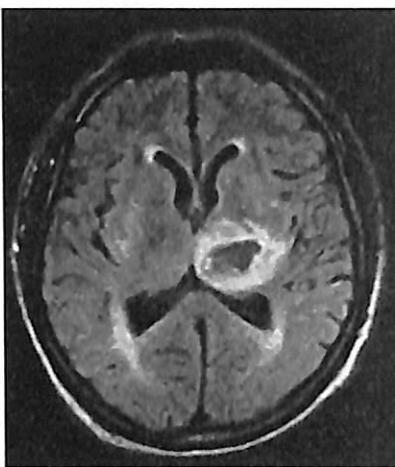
МРТ головного мозга, режим FLAIR. Медиальная гематома в левом полушарии головного мозга.
